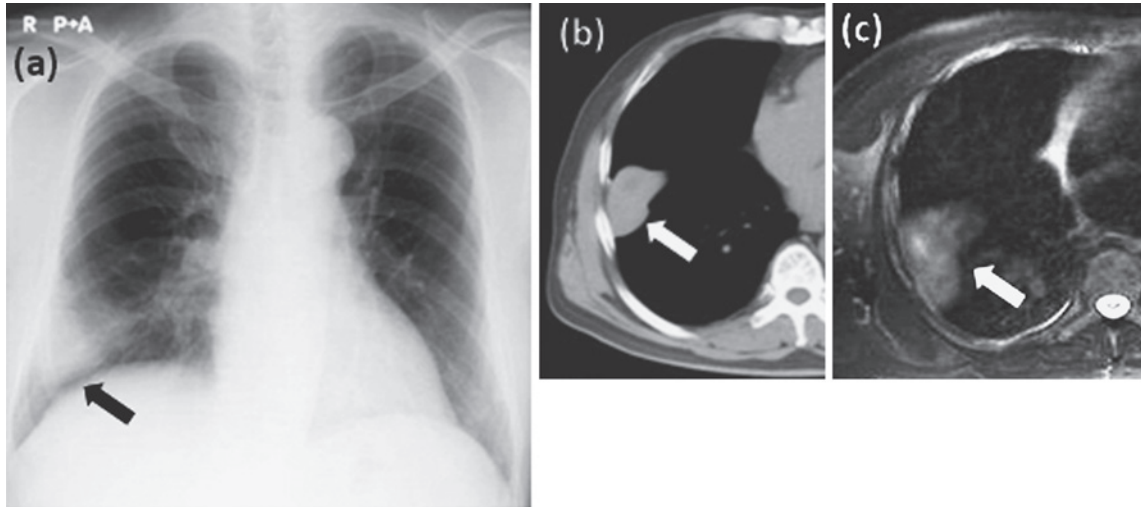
(a) Chest X-ray in case 2 showed a 5-cm tumor in the right lower lung field (black arrow). (b) Chest CT showed a mobile tumor between the right middle and lower lobes (white arrow). (c) Chest enhanced MRI showed a heterogeneously enhanced tumor with an isointense signal on a T2-weighted image (white arrow).
